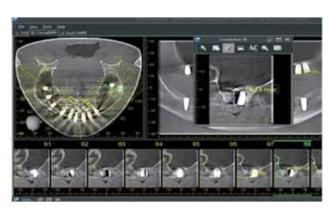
Рентгеновская 3D-компьютерная томография после операции закрытого синус-лифтинга с одномоментной дентальной имплантацией. Больной Е., 47 лет, с атрофией класса В подкласса с (combined) по Хом-Лей Ванг.
